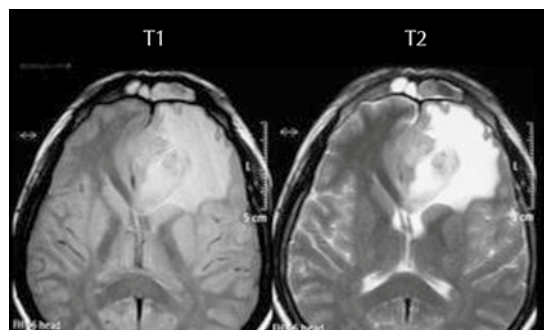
Resonancias magnéticas, cortes axiales.
